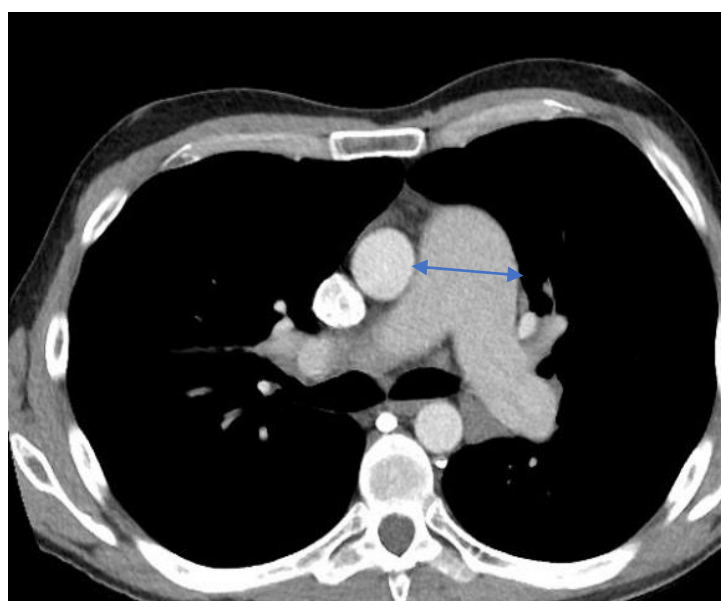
TDM thoracique en coupe axiale avec fenêtre parenchymateuse montrant un tronc pulmonaire élargi mesurant 48mm de diamètre (flèche bleue) dans le contexte d'une hypertension artérielle pulmonaire (HTAP) comme complication d'une pneumopathie d'hypersensibilité fibrosante.
